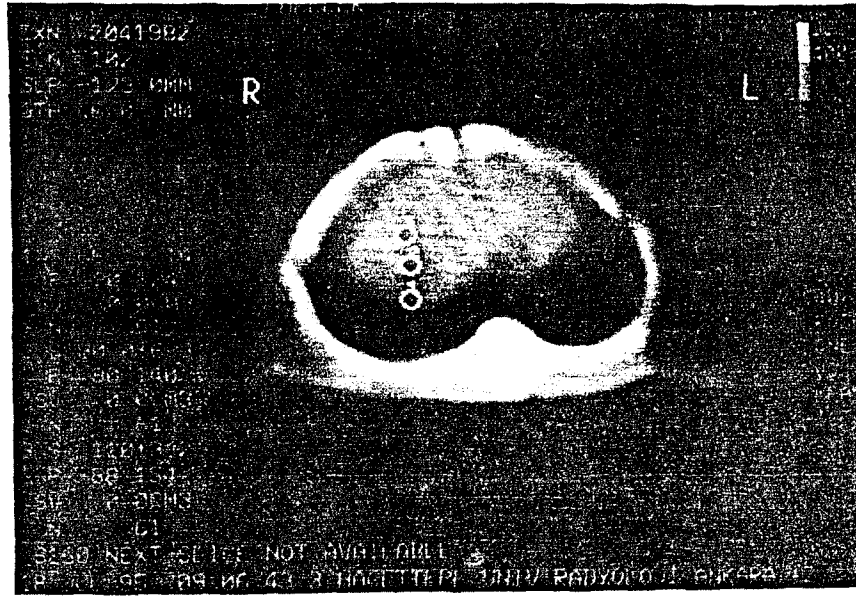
E₂ Lipozomunun Enjeksiyonundan Sonra KC CT Görüntüsü
